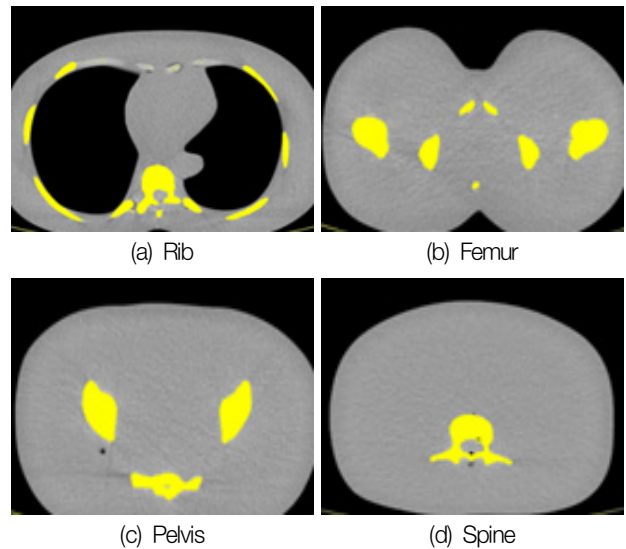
Axial section view of human phantom for calcium score. The yellow color portion indicates above 140 CT number
